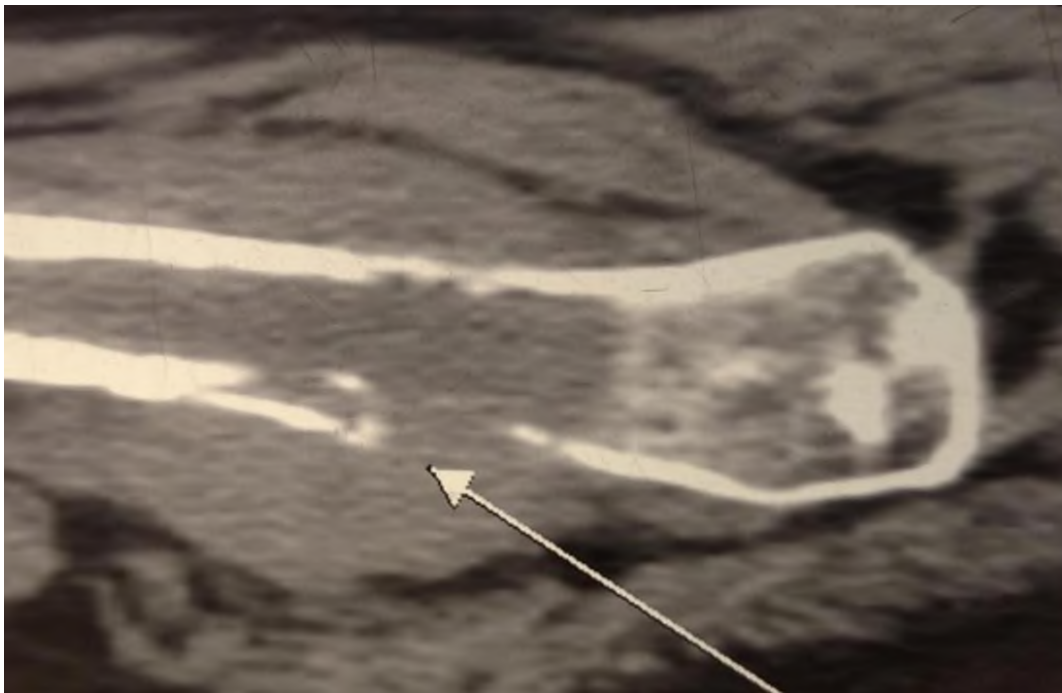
Рентгенограмма острого гематогенного остеомиелита бедренной кости (отмечается деструкция и севестрация кортикального слоя кости — указана стрелкой) (Собственное наблюдение)
